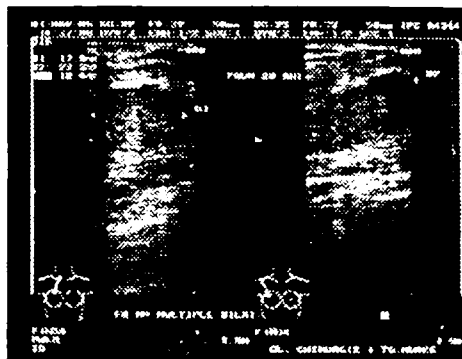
Fibroadenoame multiple, bilateral (ecografie)
